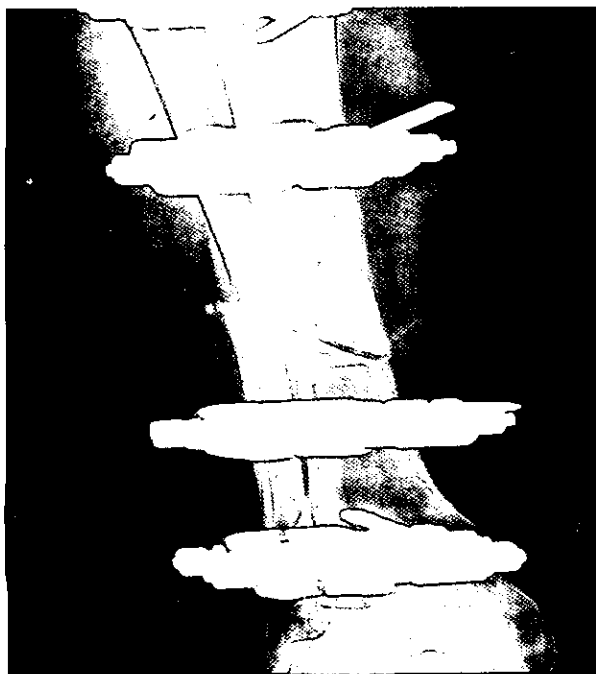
Radiografía anteroposterior tibioperonea que muestra pseudoartrosis diafisaria de ambos huesos.
